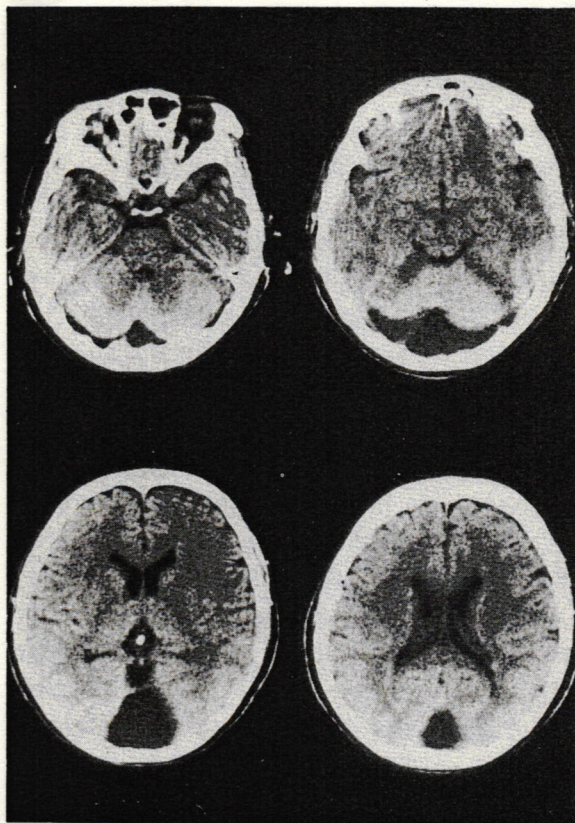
入院後14日目に施行した頭部CT像であるが、後頭葉に arachnoid cyst と思われる低吸収域を認める他に異常は認めなかった。
